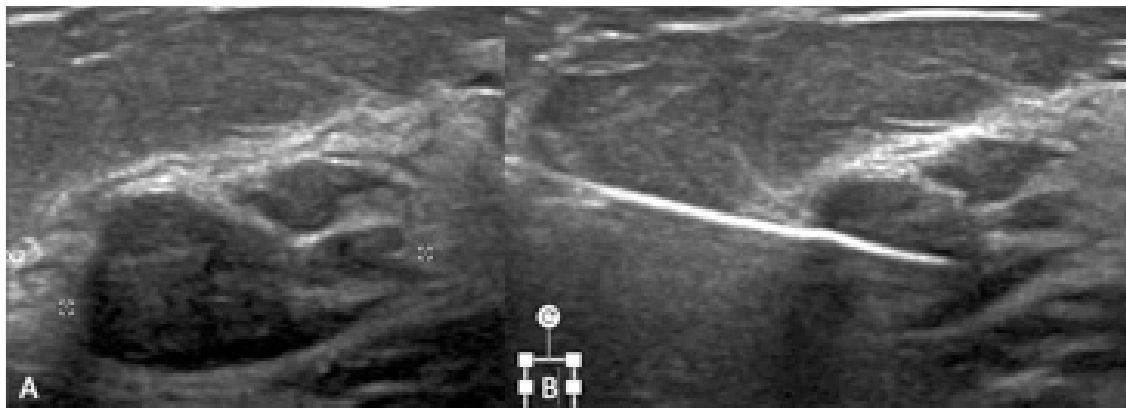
Ultrassonografia dirigida para core biópsia (Figs. IV-A e IV-B) de nódulo sólido hipoeicoico, com margens indistintas (BIRADS 4). Estudo histológico demonstrou proliferação epitelial com atipias indeterminadas, adenose esclerosante e PASH. A imunohistoquímica demonstrou receptor de estrogênio positivo e receptor de mioepitélio.
